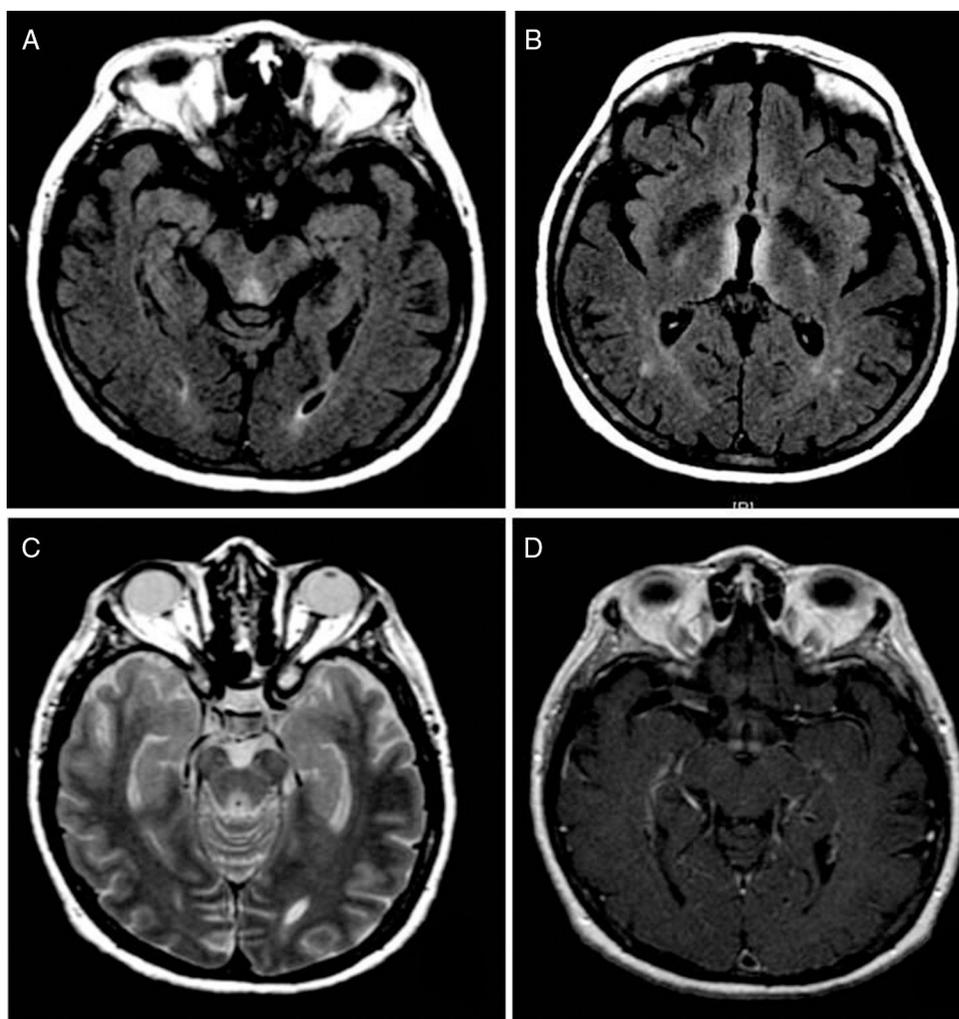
A) Secuencia FLAIR axial que muestra hiperintensidad en placa tectal del mesencéfalo. B) Secuencia FLAIR axial que muestra hiperintensidades en ambos tálamos y fórnix de forma simétrica. C) Secuencia T2 axial que muestra hiperintensidad periacueductal. D) Secuencia T1 con contraste que muestra realce en cuerpos mamilares.
